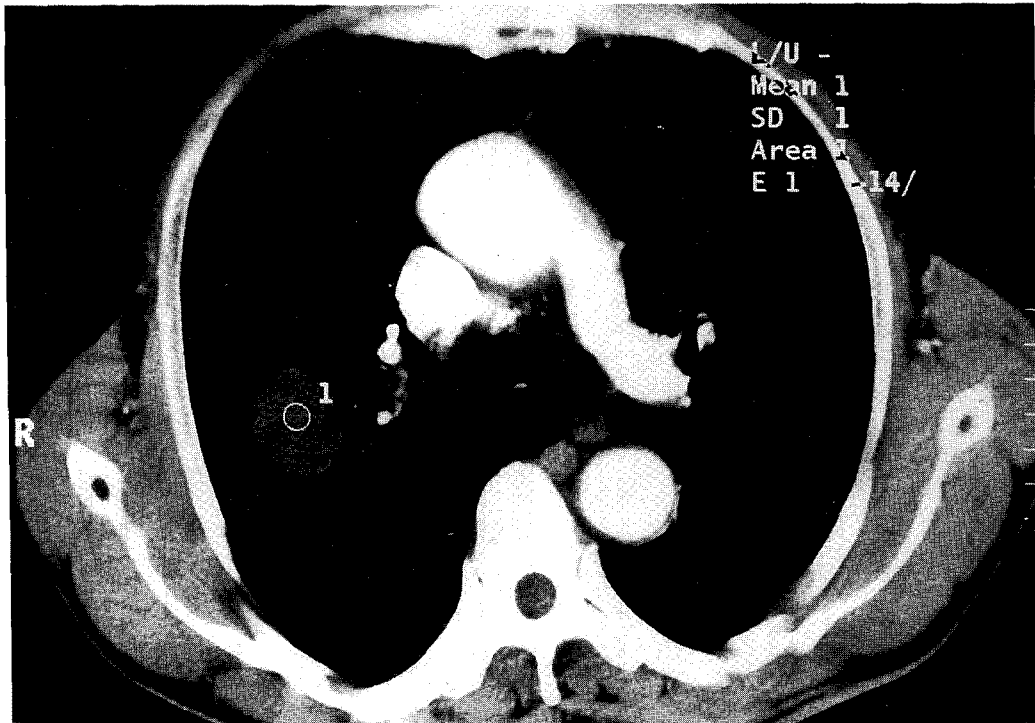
Chest CT finding shows about 3×4cm sized well demarcated, round hypodense solid mass without enhancement in the right upper lobe
